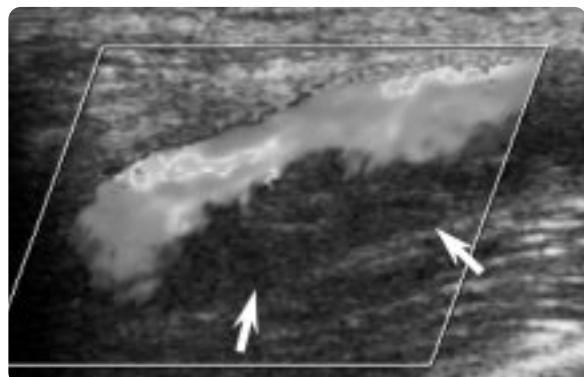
Color Doppler USG shows severe stenosis of the distal right external iliac artery due to thrombosed false lumen (arrows).
